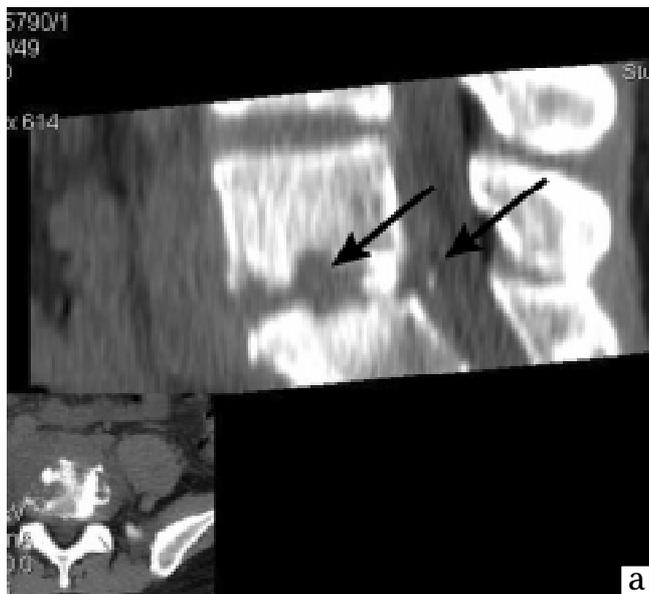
КТ: а — пацієнта Д., історія хвороби №3912. Реконструкція у сагітальній площині. Візуалізується контактна деструкція в сегменті L_5-S_1 , з наявністю секвестра в хребтовому каналі; б — пацієнта Б., історія хвороби №3807. Реконструкція у фронтальній площині. Візуалізується деструкція в сегменті $L_3-L_4-L_5$ із наявністю лівостороннього напливного абсцесу, що спускається по *m. iliopsoas*
